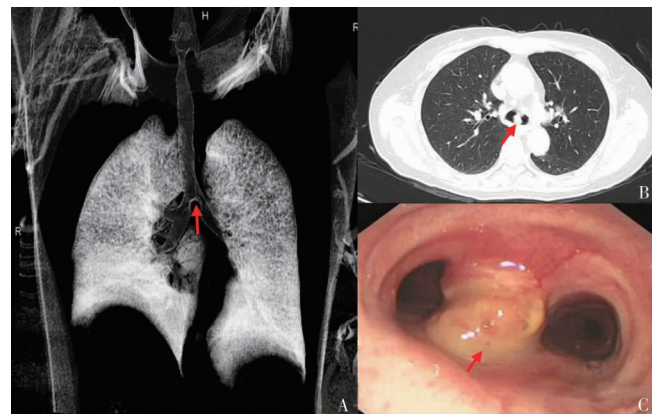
A, B. 胸部 CT 及气管成像提示气管隆突部位占位性病变较前明显缩小, 双侧支气管管腔狭窄较好; C. 纤维支气管镜提示气管肿瘤有缩小, 左右支气管管腔堵塞情况明显好转
